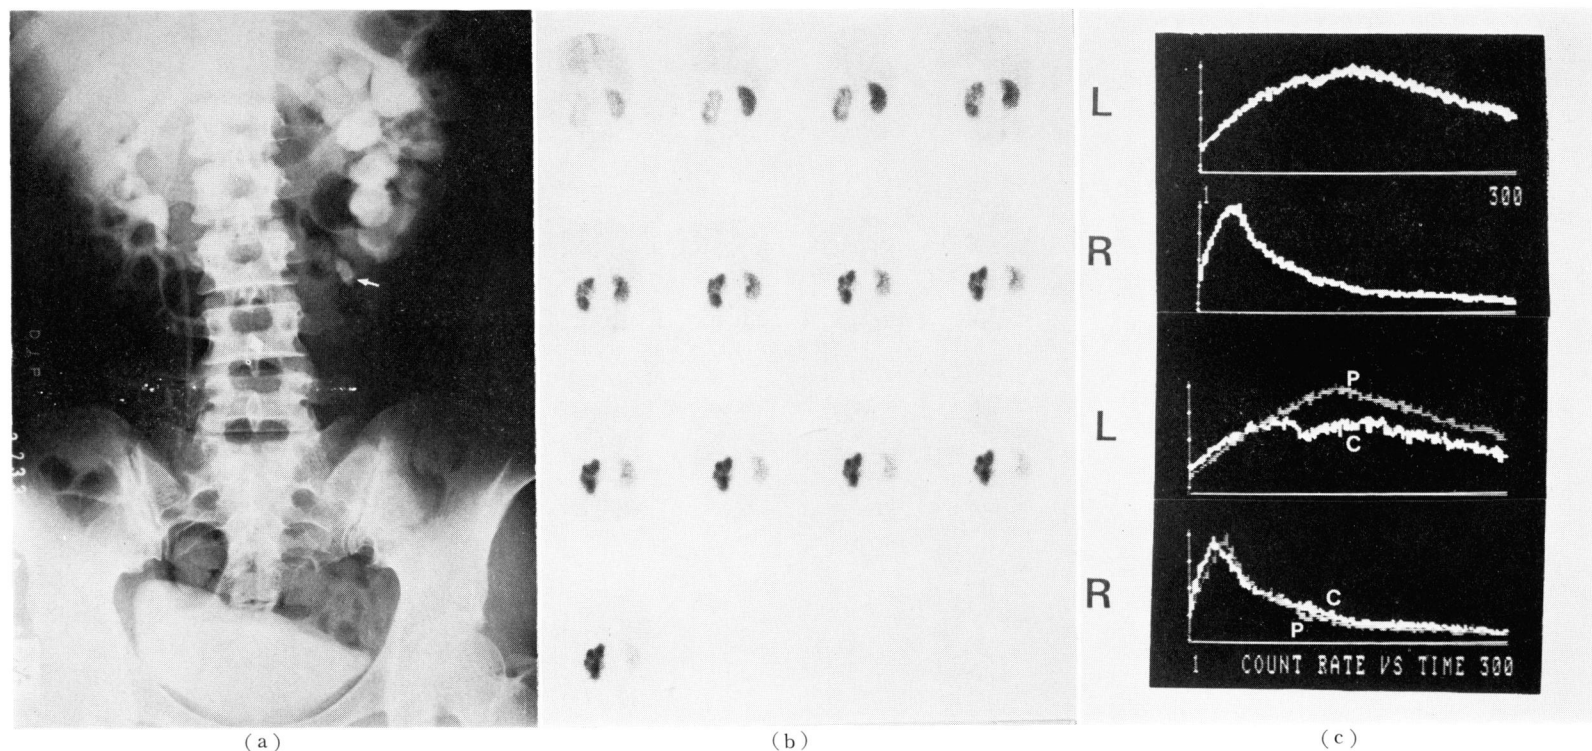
Case 8. M.T., 41-year-old female, left ureteral stone. a: Pre-operative IVP, b: Pre-operative serial renoscintigram, c: Pre-operative renogram and regional renogram curves, P: pelvic curve, C: cortical curve
